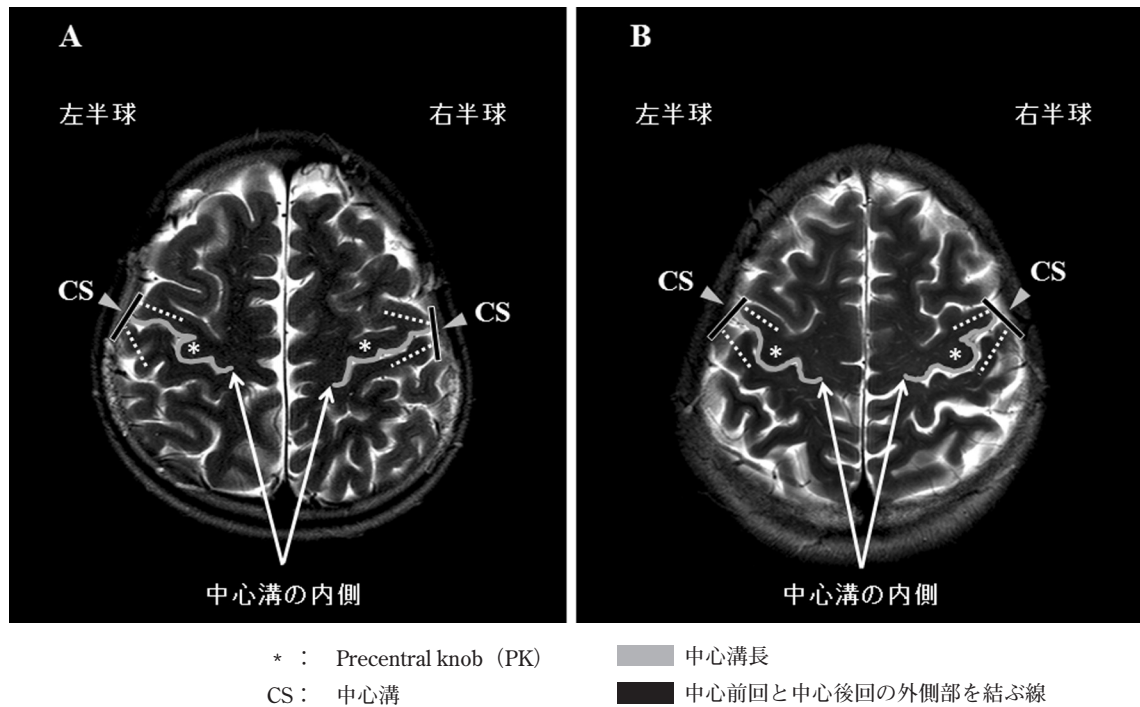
小児群 (A) と成人群 (B) の MRI 画像
